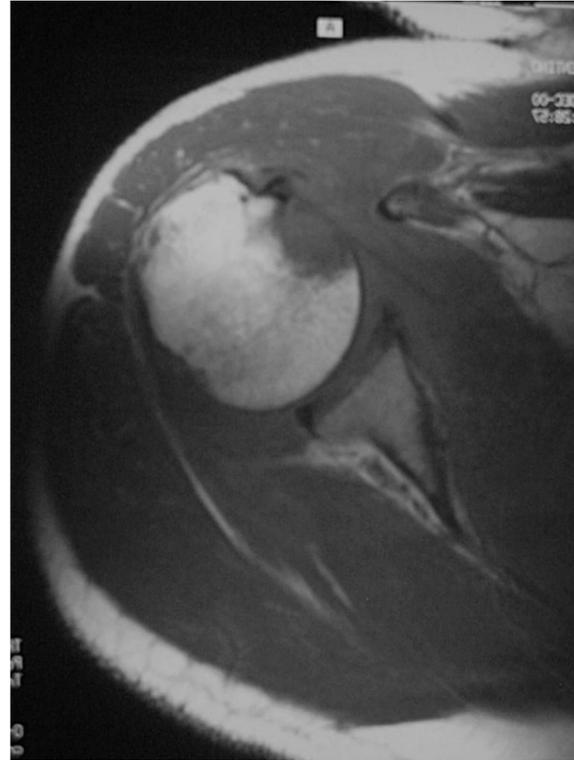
Imagen axial de resonancia magnética en secuencia de eco de spin ponderada en T1 que muestra el defecto óseo de la cara anterior de la cabeza humeral con indemnidad de la corredera bicipital.
